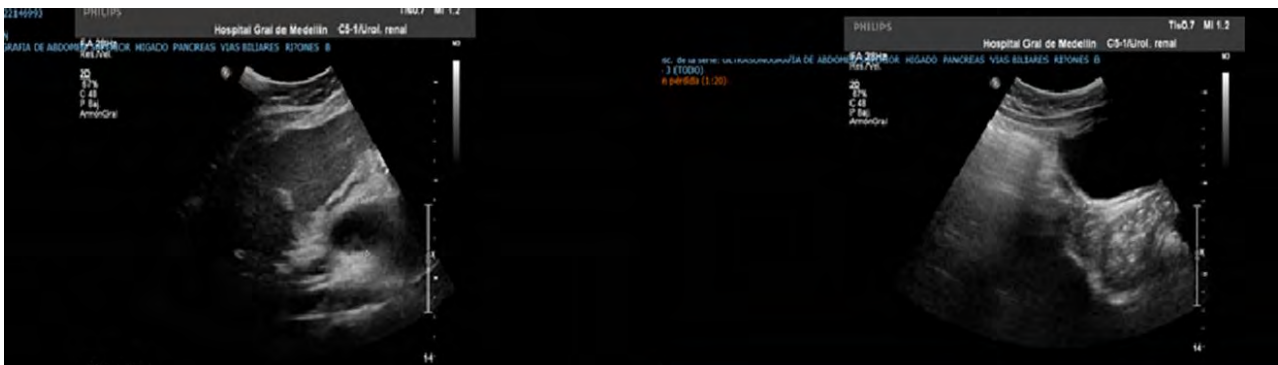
Ultrasonografía de Abdomen; Hígado, páncreas, vías biliares: colección peripancreática. Diámetro transversal 45mm x 27mm diámetro anteroposterior. La imagen muestra un pseudoquiste como una complicación local de pancreatitis.
